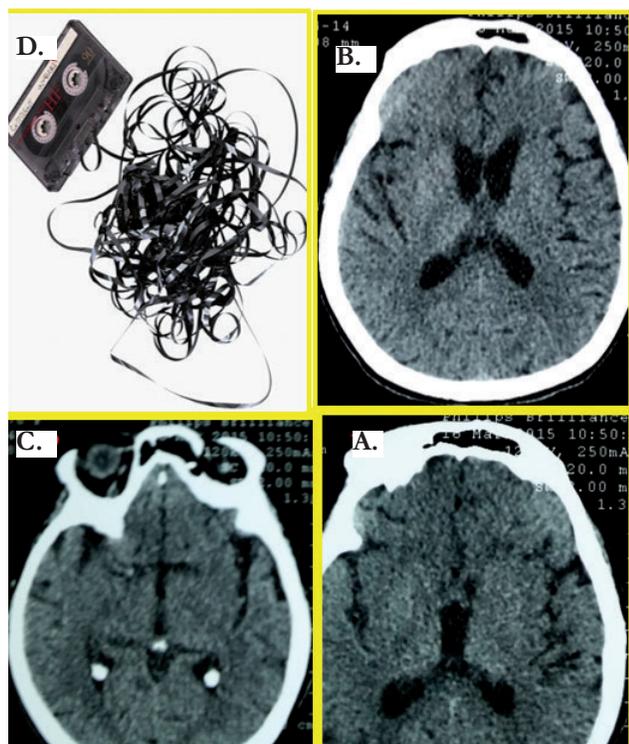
Descripción de la tomografía computarizada en etapa letal de la ECJ.
